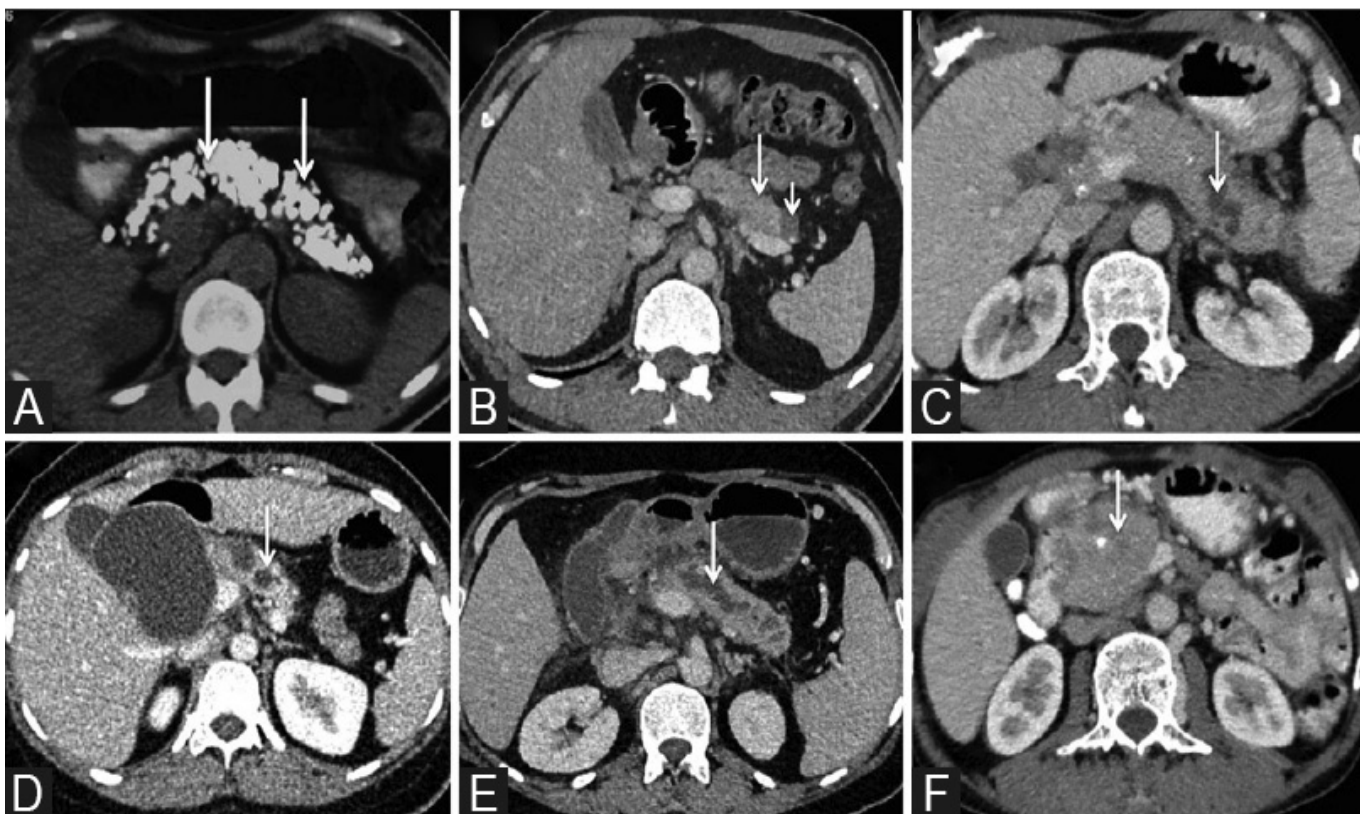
Результаты КТ при хроническом панкреатите. Неконтрастная КТ (A) свидетельствует о наличии обширных кальцификаций поджелудочной железы (стрелки). КТ (B) признаки атрофии ПЖ (стрелка) и небольшой кистозной области (короткая стрелка). Различная степень дилатации главного протока ПЖ продемонстрирована в изображениях C- E (стрелка). (F) — внутрипротоковый камень ПЖ.
